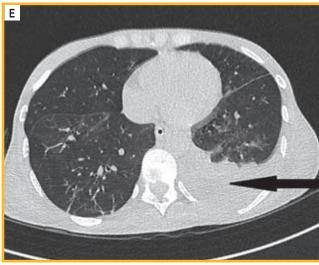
Компьютерная томограмма органов грудной клетки в динамике: A - от 16.06.22; B - от 24.06.22 - сохраняется картинареспираторного бронхиолита справа; С - от 29.06.22 - положительная динамика в виде уменьшения размера инфильтрата в нижней доле левого легкого; D- от 14.07.22- появление тракционных бронхоэктазов на месте разрешающейся инфильтрации; Е - от 23.08.22 - в левой плевральной полости визуализируется небольшое количество жидкости
